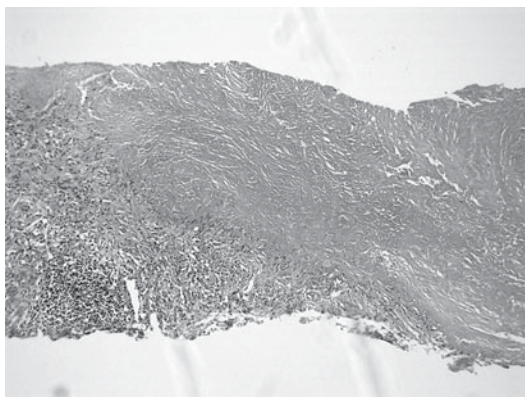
Histopatologia de amostra colhida por biópsia transtorácica sob TC, mostrando um nódulo tipo reumatoide de colágeno frouxo em camadas concêntricas, entremeadas por fibrócitos e macrófagos em paliçada.
